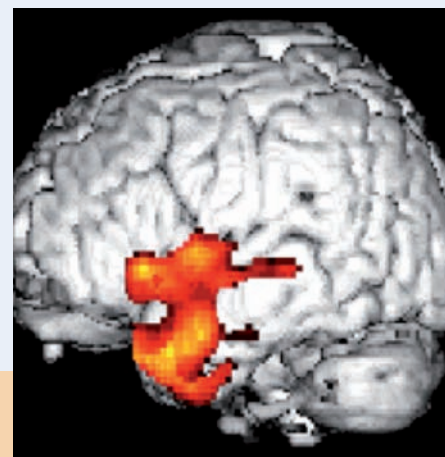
Hypométabolisme chez un patient avec épilepsie du lobe temporal. La zone en couleur qui correspond au territoire où le métabolisme est réduit est reportée automatiquement sur l'image en IRM.
